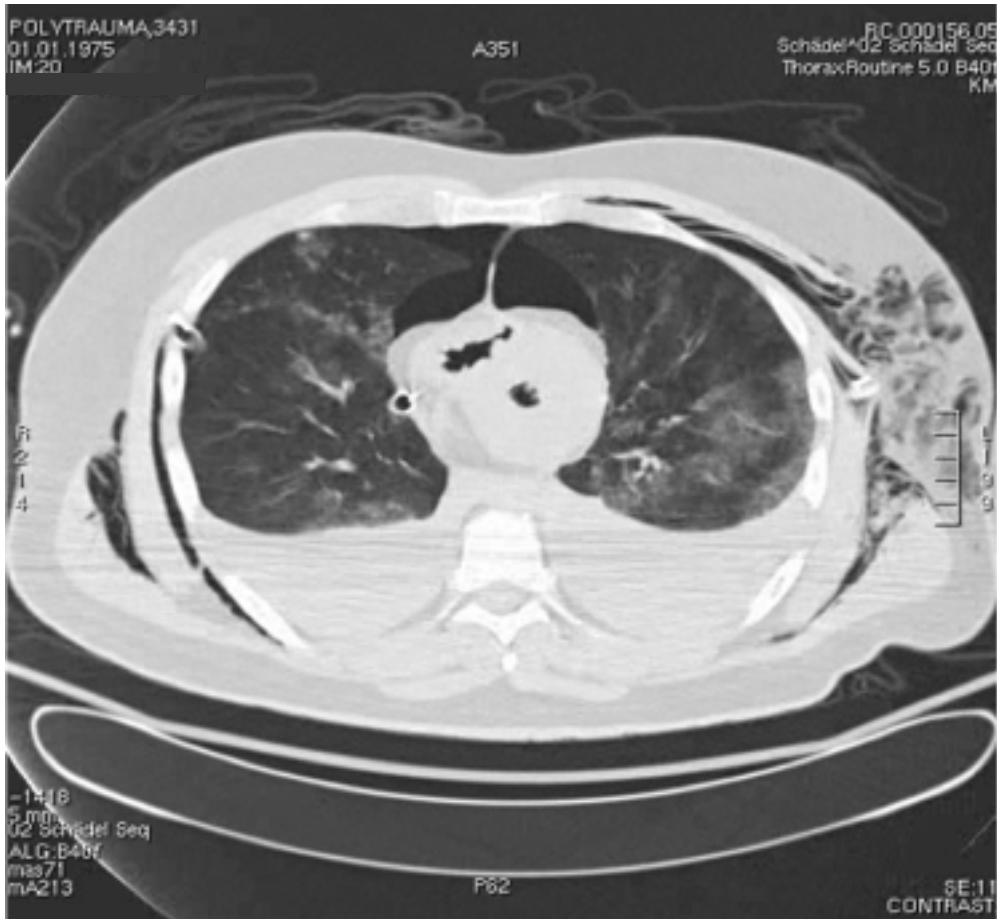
Postmortale Computertomographie des Thorax zu Fall 1 – Hämato-pneumothoraces beidseits; Hautemphysem beidseits; deutliche Wandverdickung des linken Ventrikels im Sinne eines Stone-Heart-Phänomens [49]
